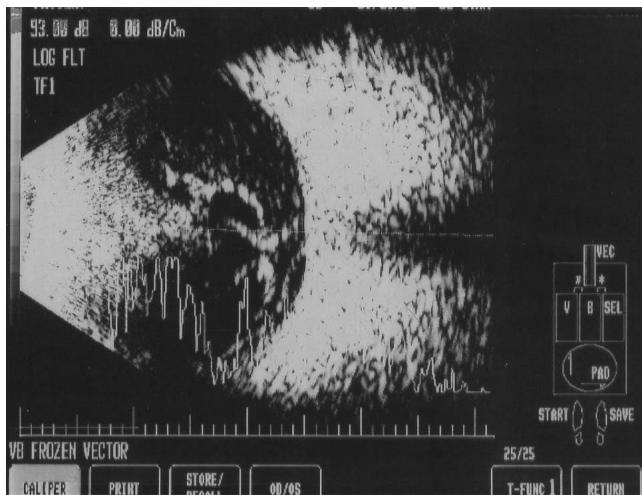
Ultrasonographic finding of the patient's left eye. In ultrasonography of the patient's left vitreus, severe haziness was noted.
